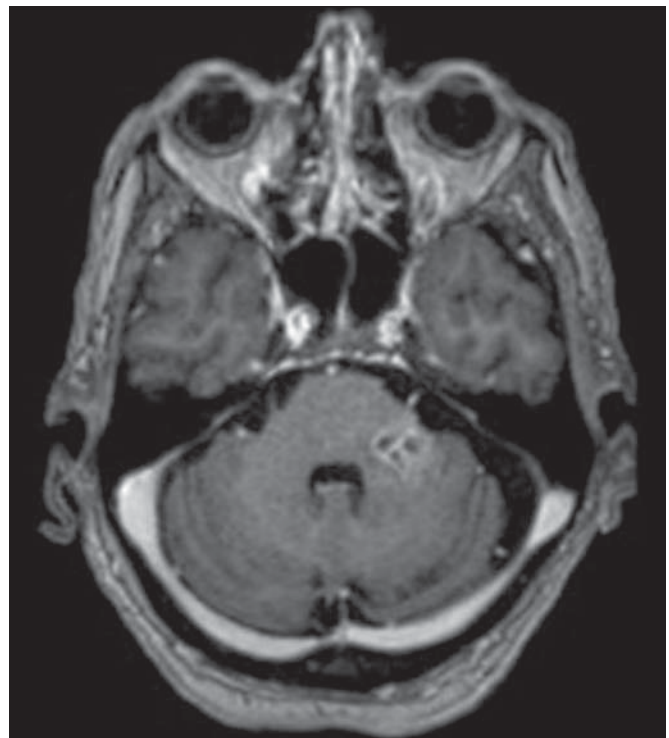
Listeria*. RM axial T1 pós-gadólíneo demonstra múltiplas lesões com realce anelar na ponte à esquerda.
